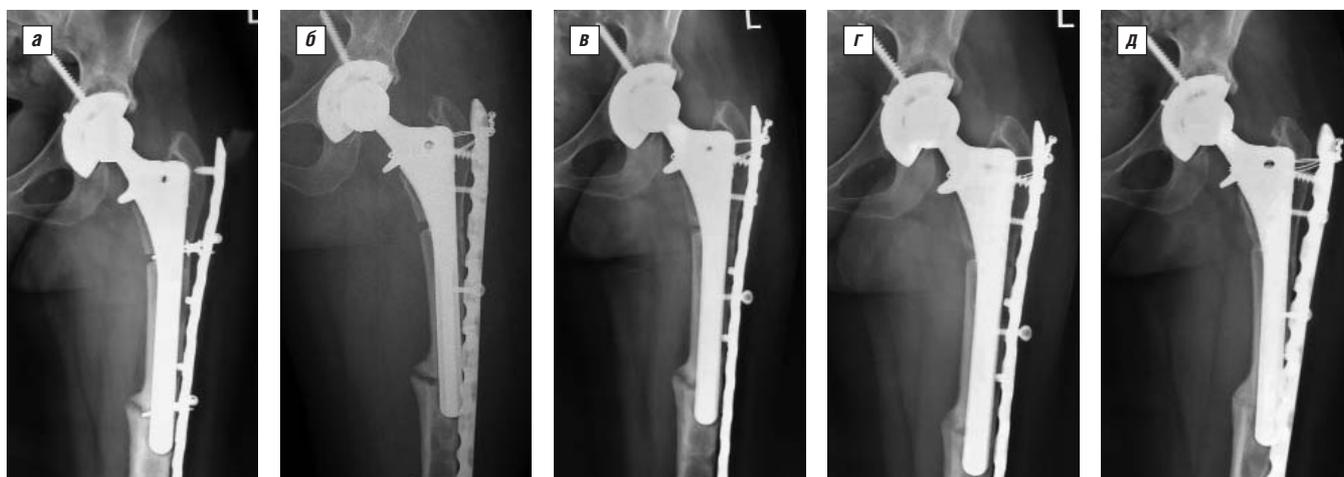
Остеосинтез перипротезного перелома бедренной кости пластиной с фиксацией винтами и серкляжными швами: *а* – рентгенография спустя 5 лет после остеосинтеза; *б* – реостеосинтез: удаление двух серкляжных швов, установка перипротезного винта и серкляжа через шейку эндопротеза; *в* – рентгенография спустя 6 мес после реостеосинтеза; *г* – рентгенография спустя 1 год после реостеосинтеза; *д* – рентгенография спустя 2 года после реостеосинтеза
